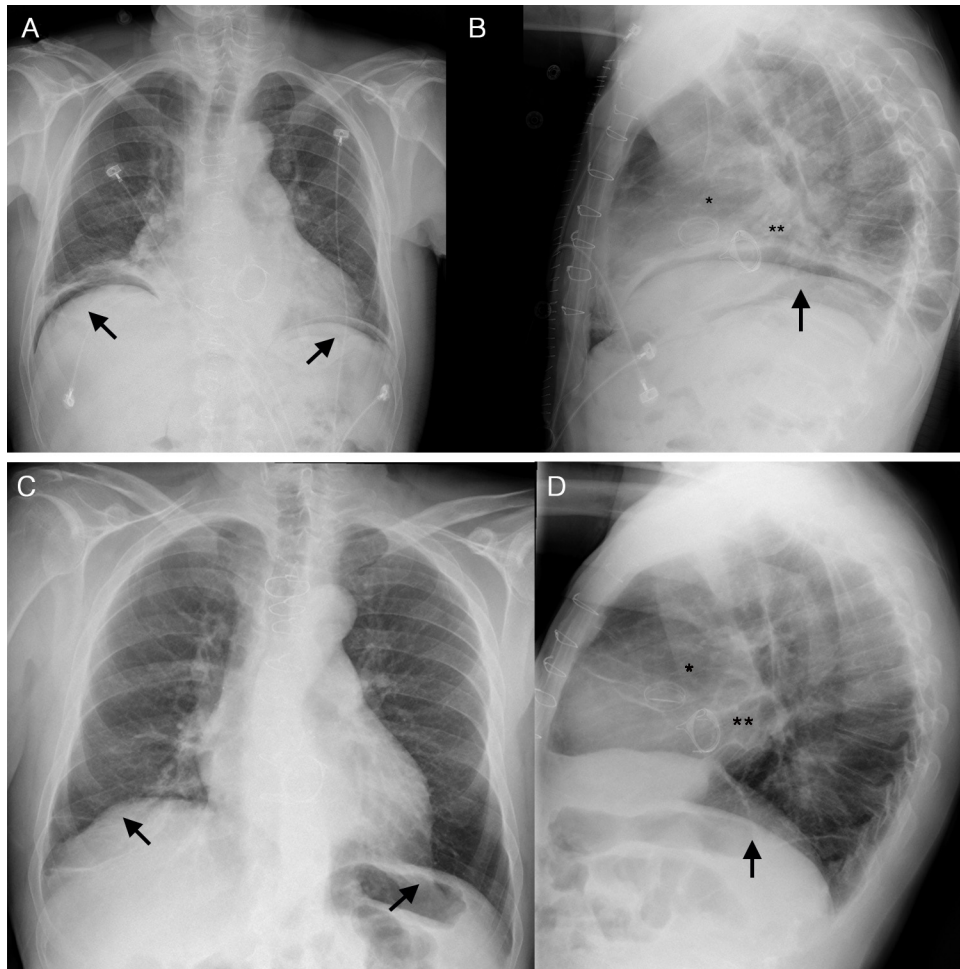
1A. Radiografía anteroposterior de tórax mostrando la presencia de neumoperitoneo a ambos lados diafrágicos (flechas). 1B. Radiografía lateral de tórax mostrando el neumoperitoneo (flecha). 1C-D: Radiografía anteroposterior y lateral respectivamente, realizadas al mes tras la intervención, en las que se comprueba la resolución del neumoperitoneo (flechas), con una mínima elevación del hemidiafragma derecho (flecha), en ausencia de derrames pleurales a nivel bilateral. Los alambres esternales son patentes así como la visualización de las prótesis valvular aórtica mecánica (*) y mitral biológica ().
